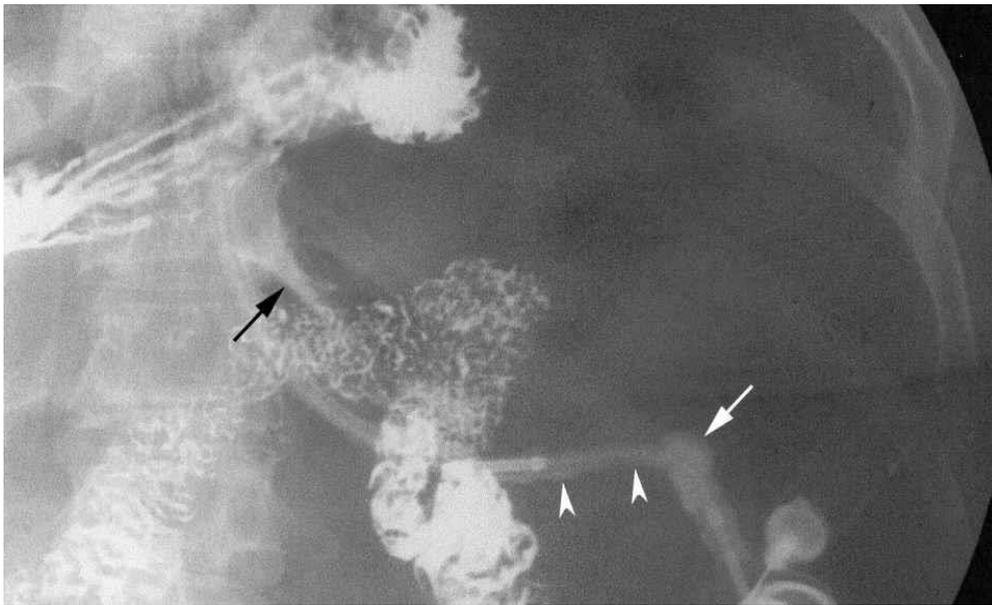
Рентгенография желудка при спонтанной дефляции бандажа. После введения водорастворимого контраста выявлено его проникновение в брюшную полость и признаки разгерметизации соединительной трубки.
